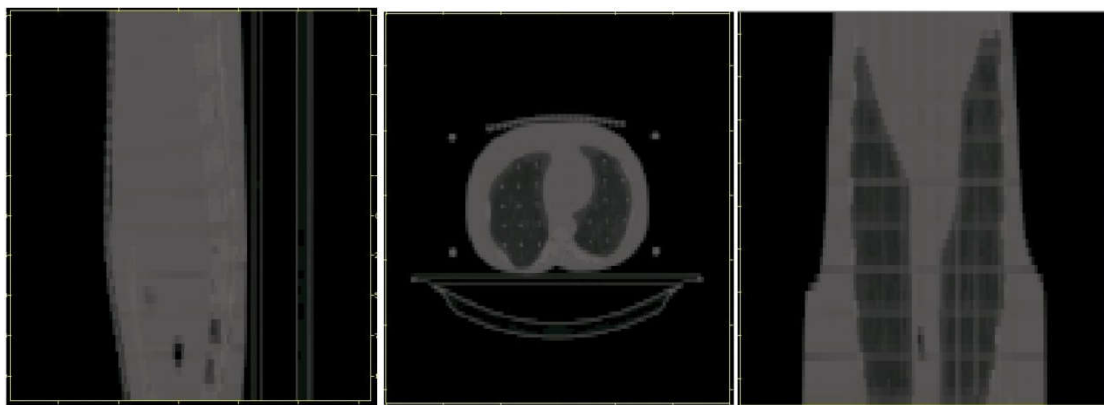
Ré-échantillonnage du format DICOM des images CT.
